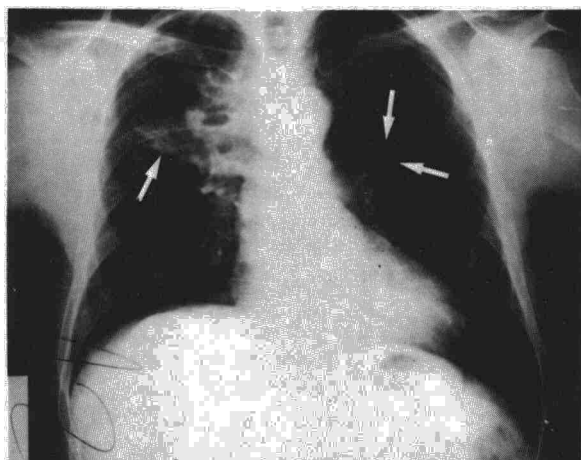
Caso 2. Radiografía PA de tórax.
